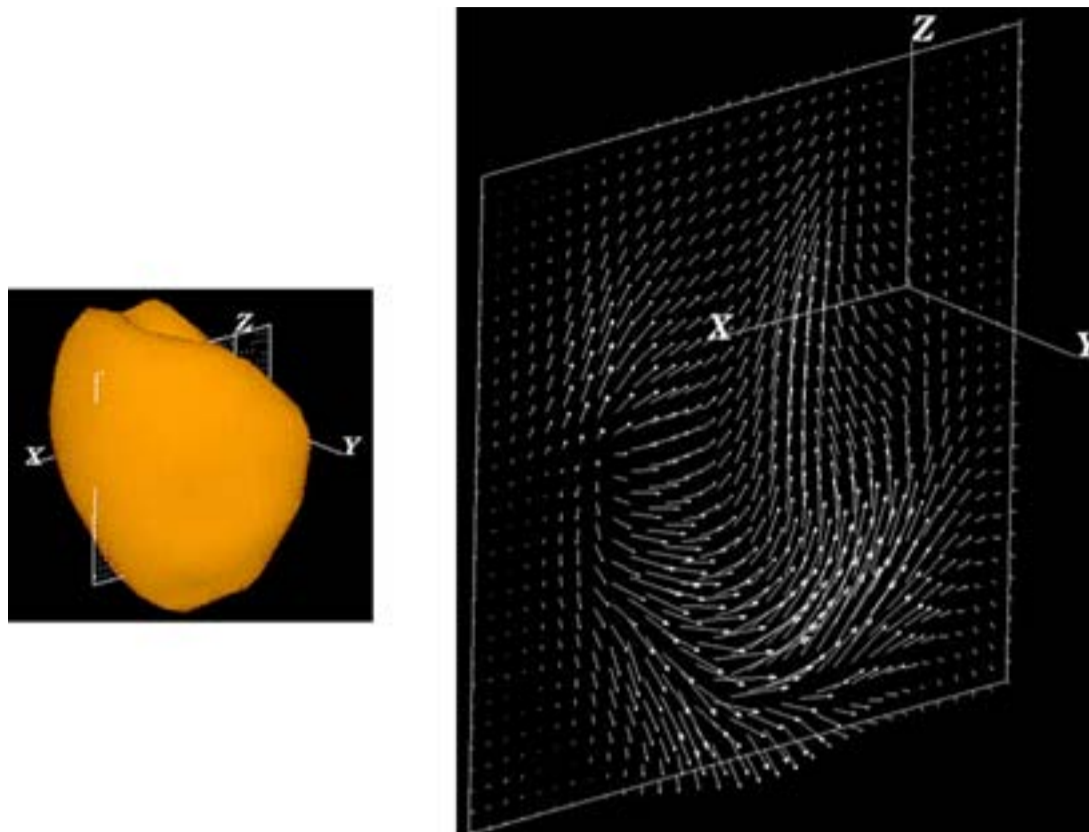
Esquerda: renderização de um ventrículo esquerdo obtido em tomografia por emissão de fóton único; direita: campo de vetores de velocidade no corte destacado na parte esquerda da figura. (Figura adaptada de Gutierrez 2003).
